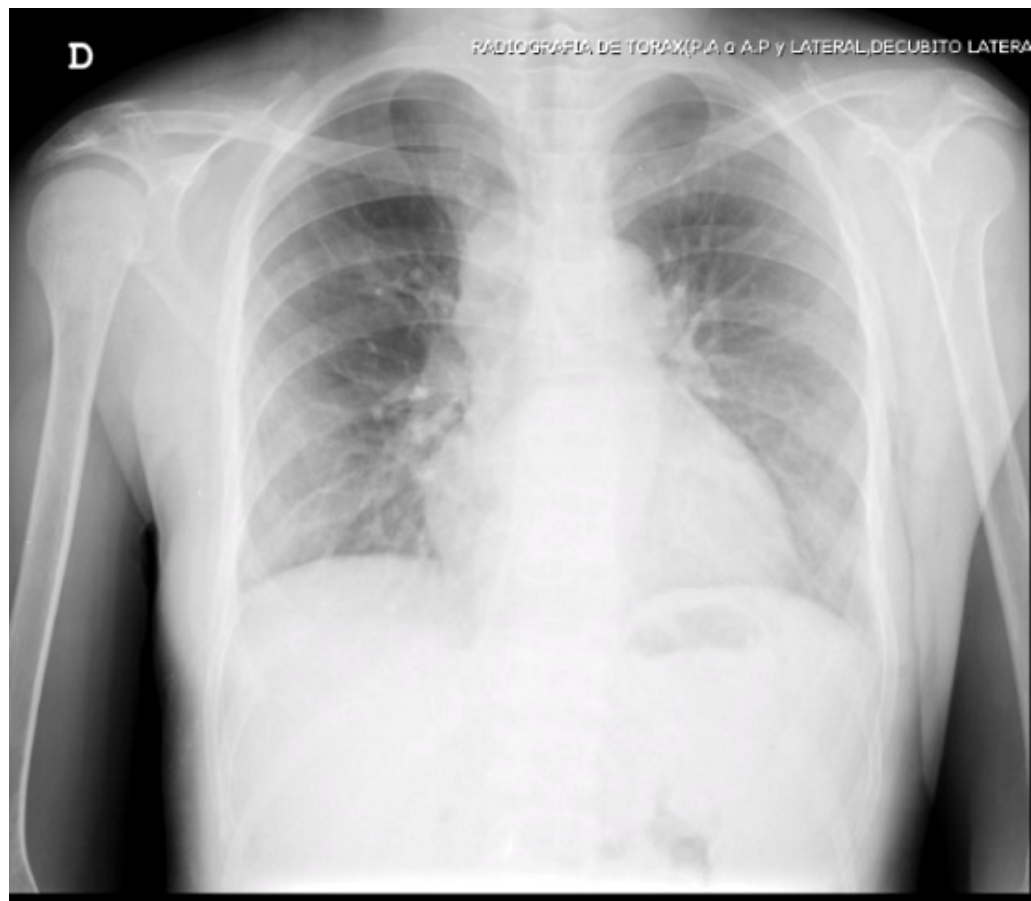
Radiografía de tórax frente dentro de límites normales.
